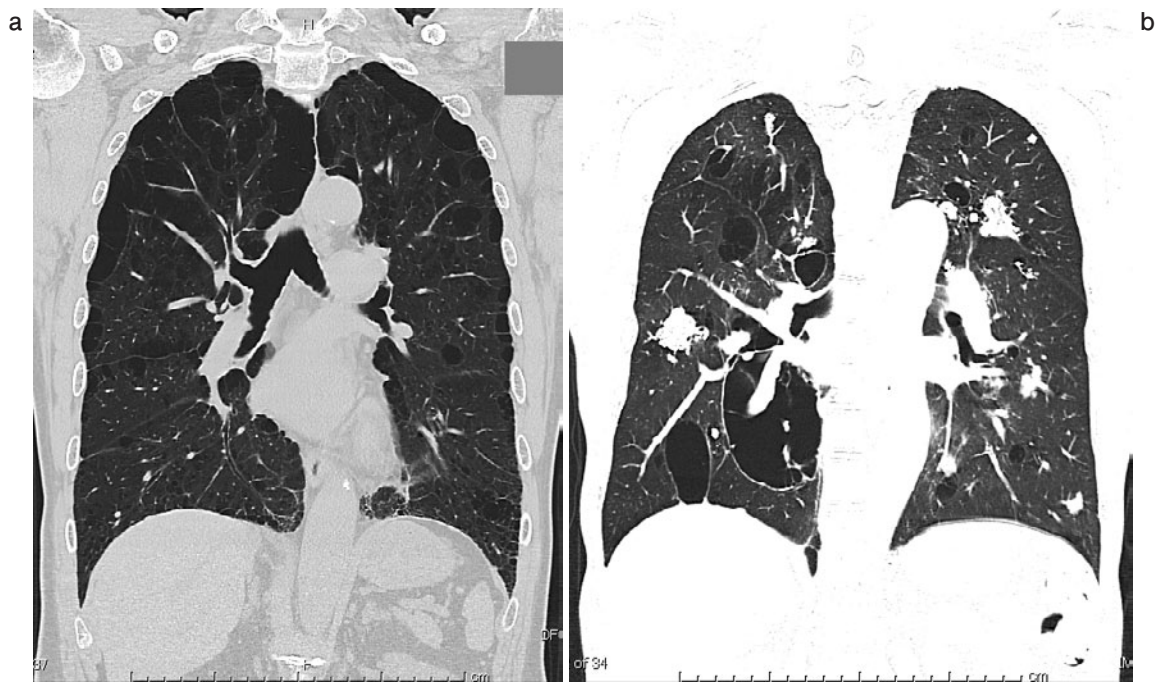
胸部 HRCT 画像 (冠状断像). (a) 慢性肺気腫の HRCT 画像. 上肺優位に傍壁在型肺気腫と小葉中心性肺気腫を認める. 囊胞の壁は薄い. (b) Sjogren 症候群の経過中に, amyloidosis と肺原発悪性リンパ腫 (maltoma) を合併した例. 石灰化を伴う結節陰影が多発している. 巨大な囊胞の内部には, 血管が走行している.
